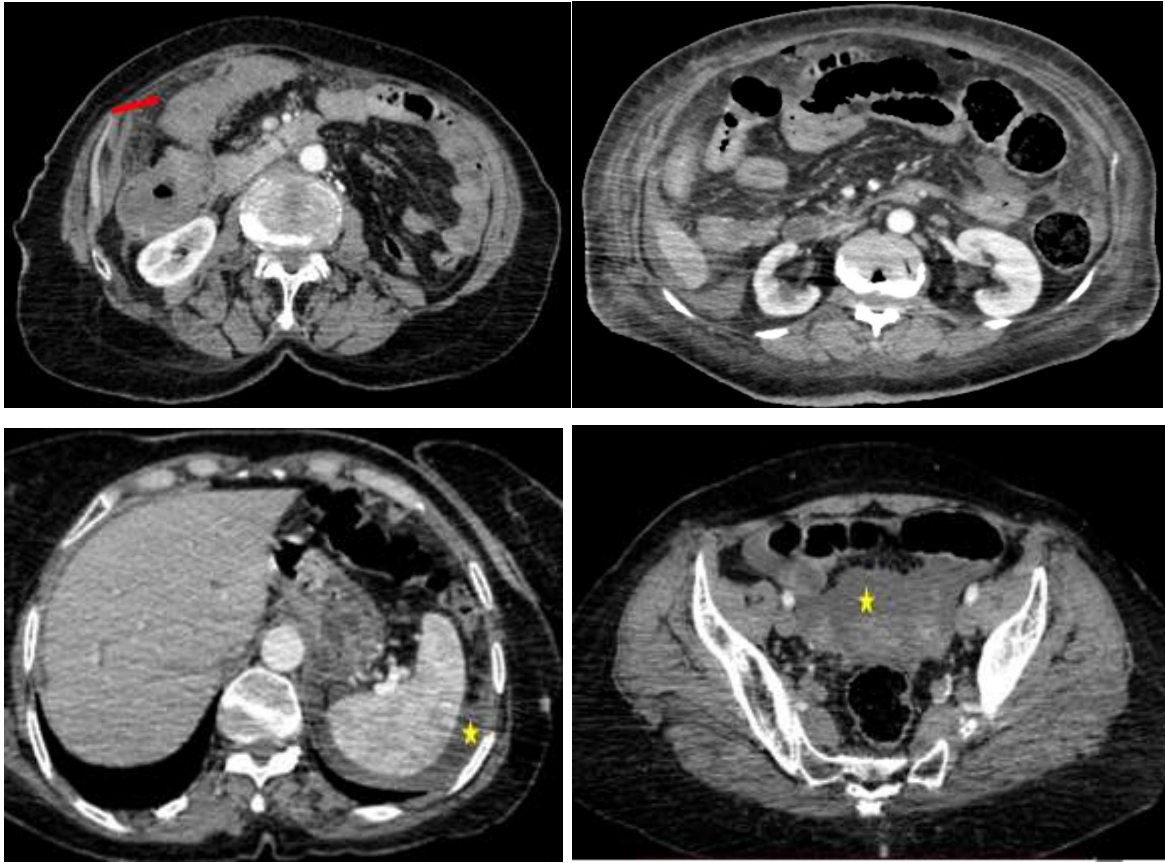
TDM abdomino pelvienne en coupes axiales et sagittale montrant une invagination colo-colique (flèche rouge) avec épaissement pariétal irrégulier de l'anse invaginée.*
